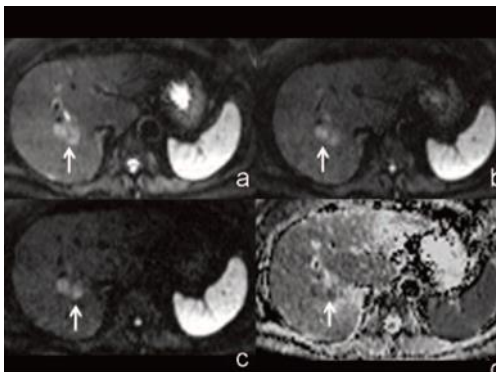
In a, b e c vediamo la sequenza DWI con b-value 50, 400 e 800. Nell'immagine d vediamo la relativa mappa ADC. Allo studio in diffusione la lesione si presenta iperintensa a tutti i valori di b con inversione del segnale nella mappa ADC.
